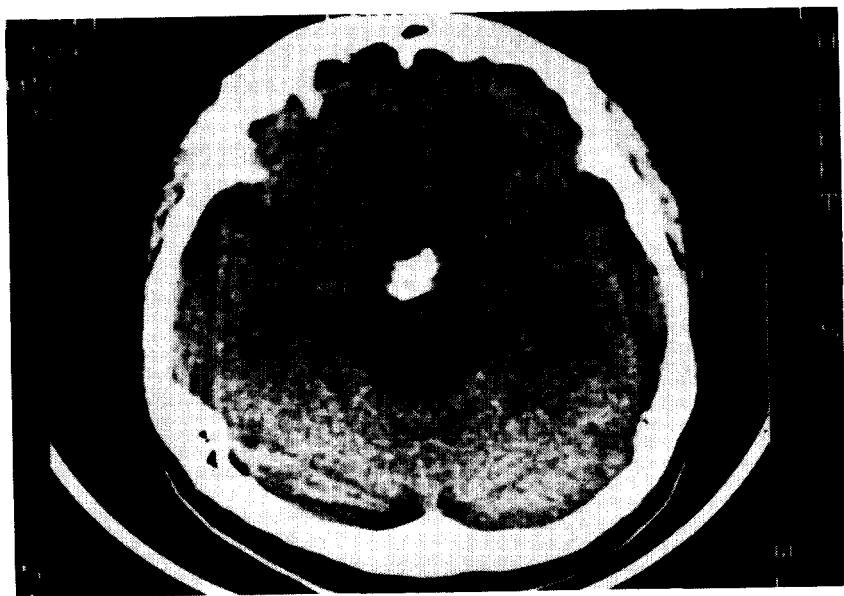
Brain CT shows suprasellar round calcified mass lesion without cyst formation.
